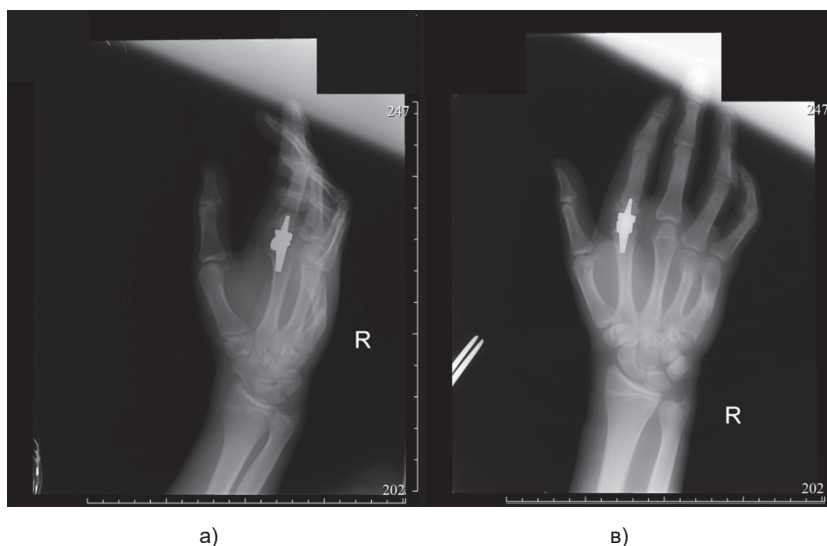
Рентгенограмма после операции в прямой (а) и боковой (в) проекциях
